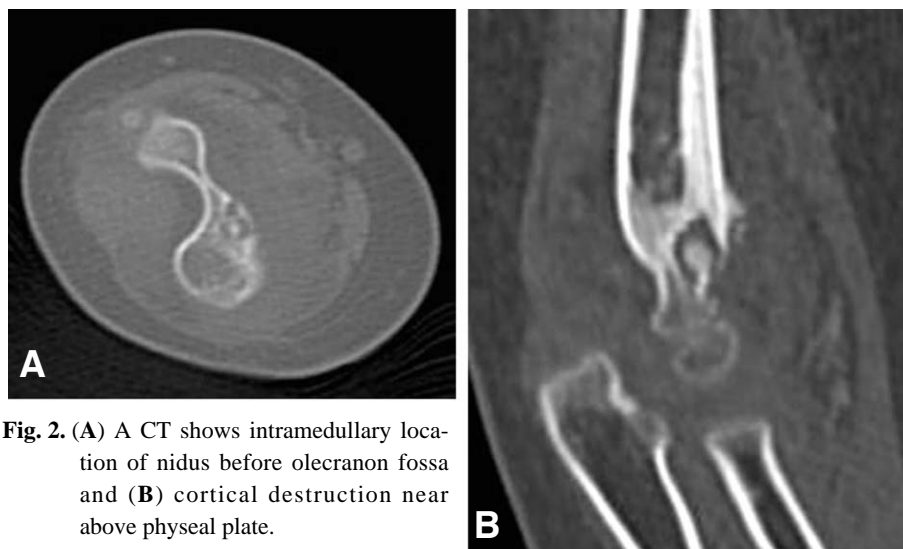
(A) A CT shows intramedullary location of nidus before olecranon fossa and (B) cortical destruction near above physal plate.
